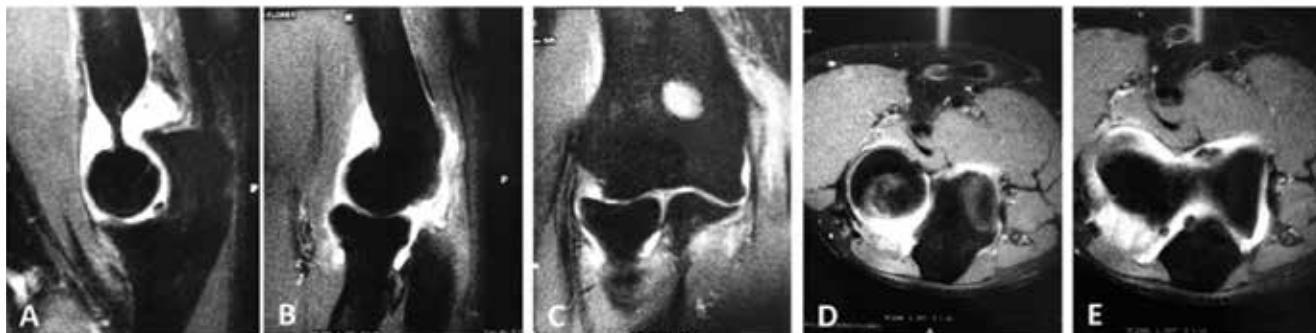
Ressonância magnética do cotovelo direito ponderada em T2, corte sagital (A,B), coronal (C) e axial (D,E).
